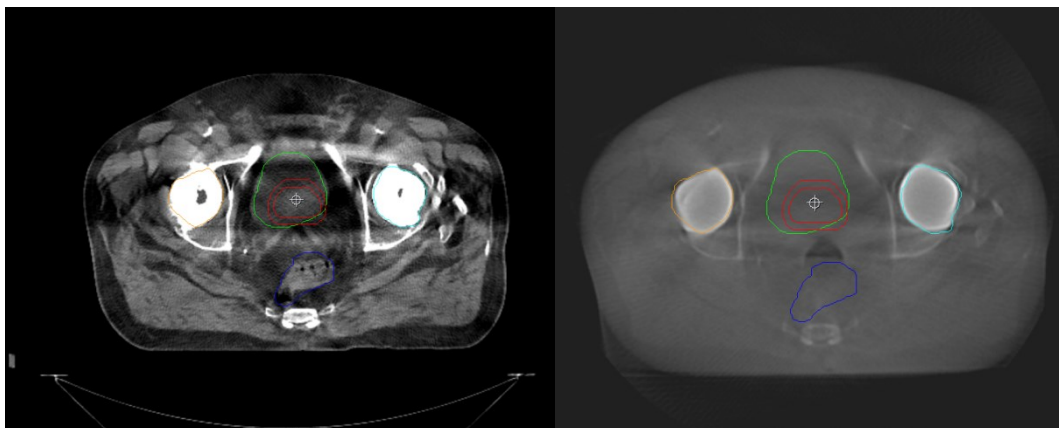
Paziente A. Immagine Simul-CT (sn) ed immagine CBCT (dx)
